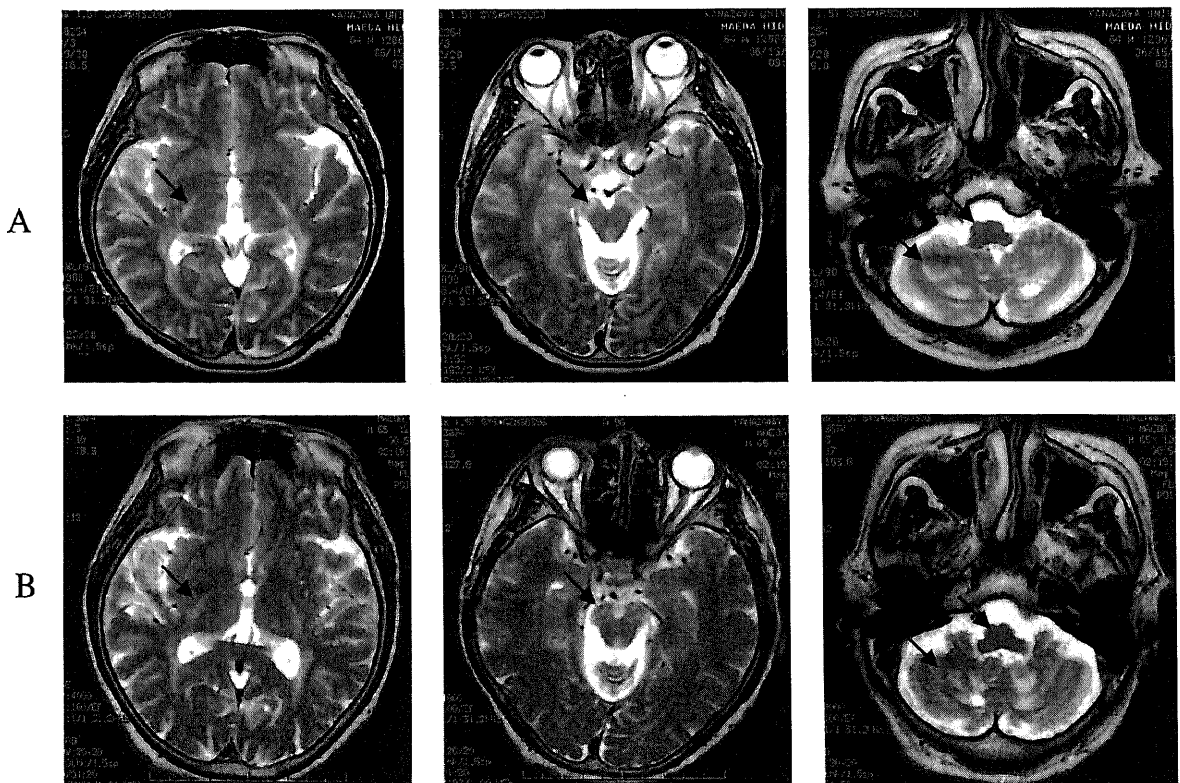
(A) T2-weighted MRI of patient 1 in transverse orientation before treatment. (B) T2-weighted MRI of the same patient 4 weeks after treatment of CDCA. Cerebral and cerebellar atrophy is evident. The arrow indicates hyperintensity of bilateral internal capsule, cerebral peduncle, pons and cerebellar hemisphere in both (A) and (B).
